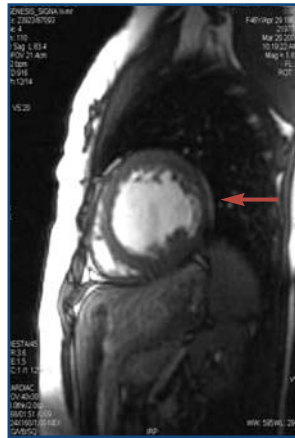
Imagen de resonancia magnética cardiaca con realce con gadolínico, que muestra fibrosis miocárdica difusa.
